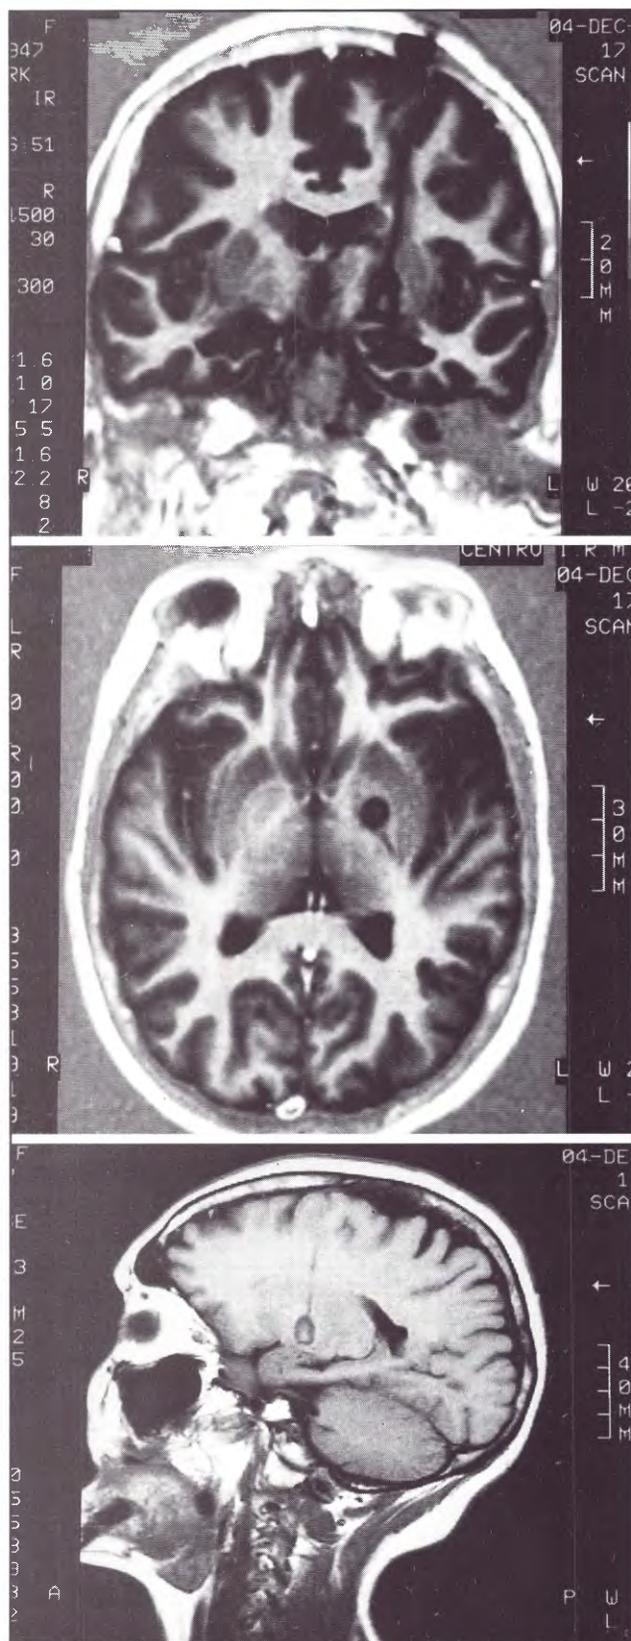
IRM de control a los 14 días de Palidotomía VPM izquierda, mostrando la correcta ubicación de la lesión por Radiofrecuencia a 83°C a 20", a nivel del GPi.. A: IRM T1 coronal; B: IRM axial; C: IRM sagital.
